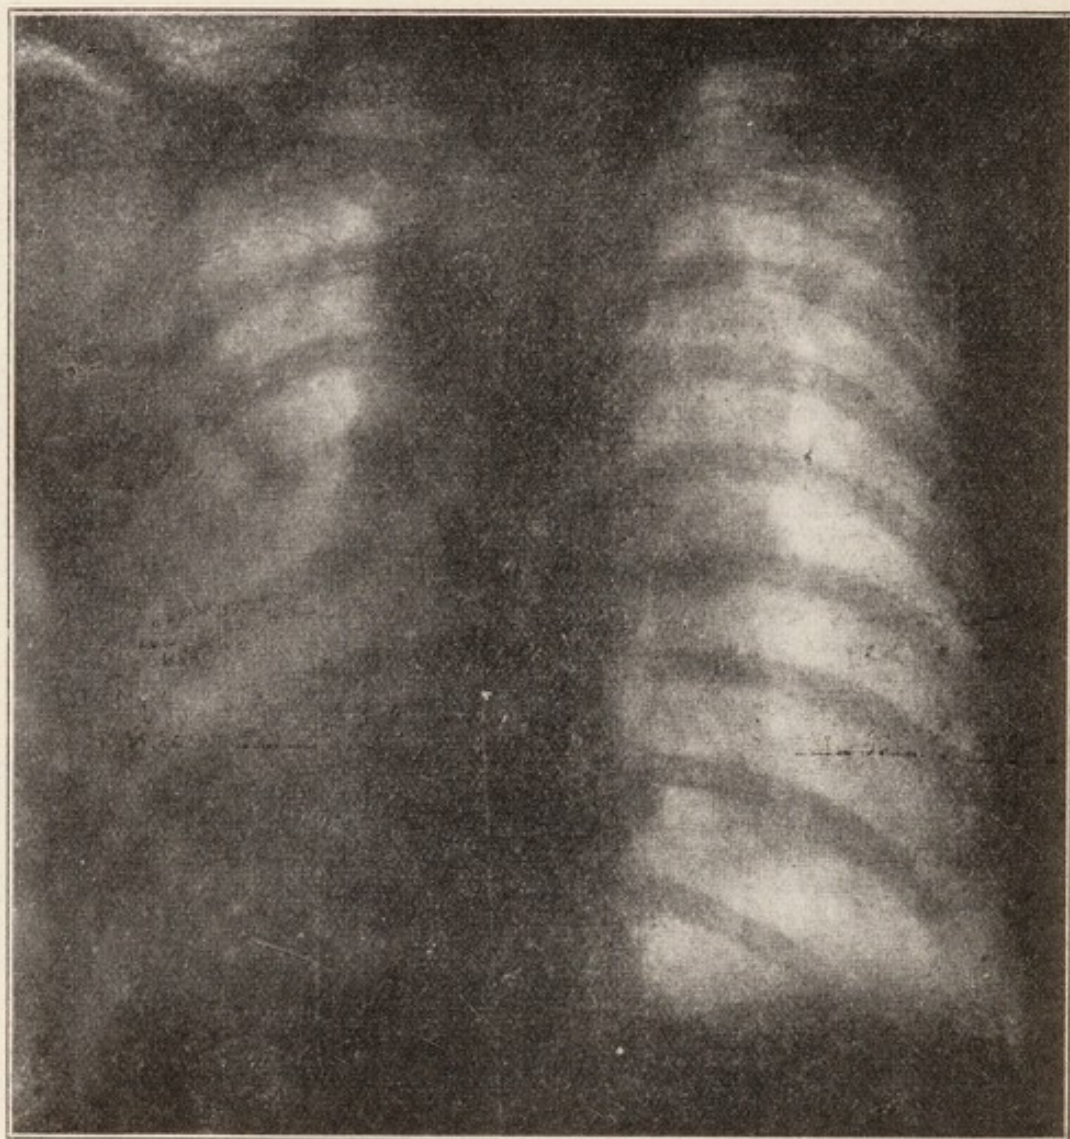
Caso 6. - Reperto radiografico dorsale due mesi e mezzo dopo l'inizio della cura.
